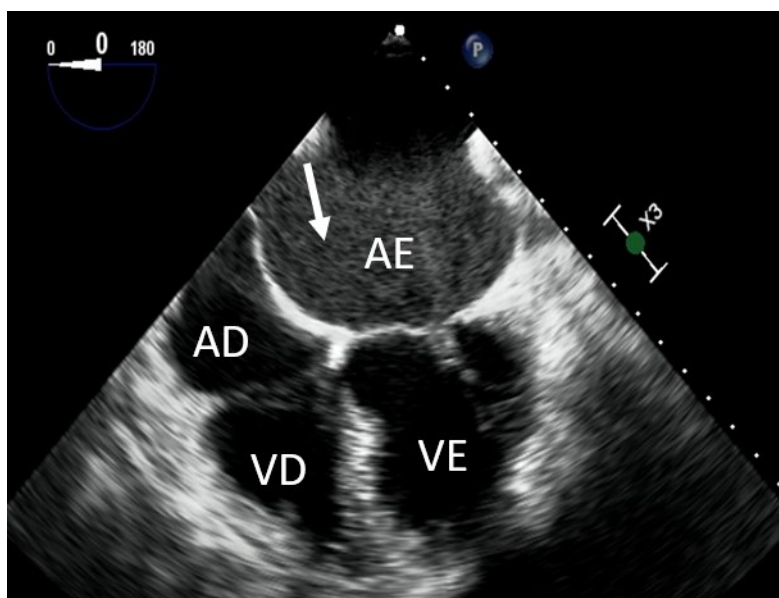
Imagem ao ecocardiograma transesofágico demonstrando a presença de contraste espontâneo no interior do átrio esquerdo (seta branca).
